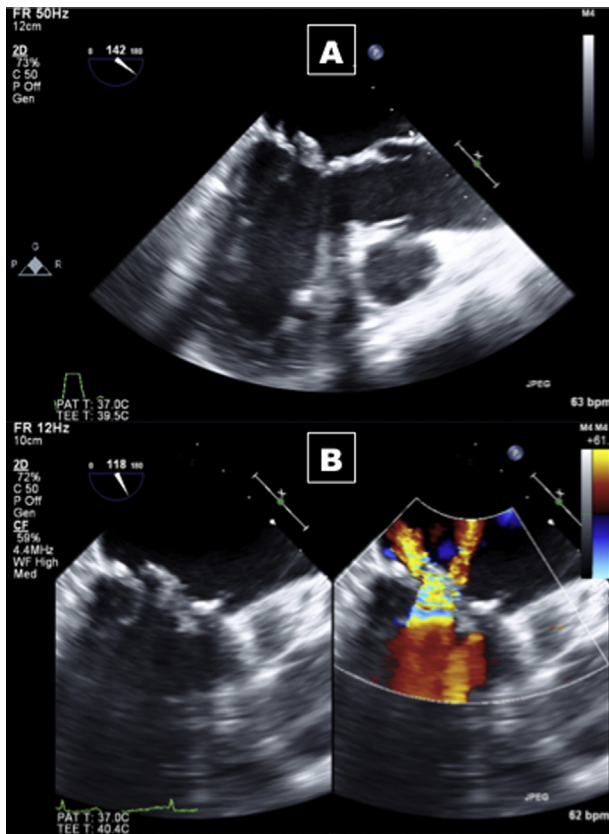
Évaluation préopératoire de l'insuffisance mitrale. A. Coupe ETO-2D : prolapsus complet du feuillet mitral antérieur. B. Coupe ETO-2D : doppler couleur montrant une régurgitation mitrale sévère.
